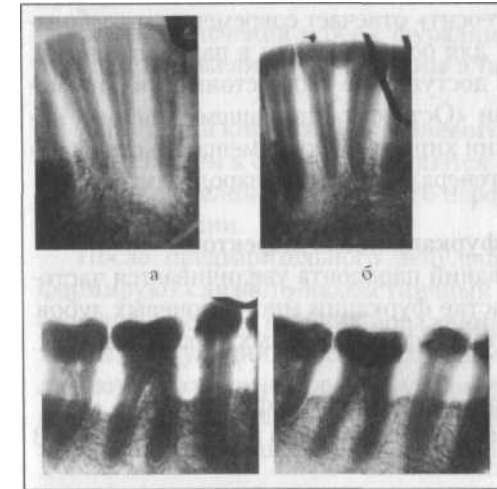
Рентгенограммы больной Б., 42 года. Представлены резцы нижней челюсти, 47 46 45 зубы, зубы а-до операции, б- через 6 месяцев после лечения
